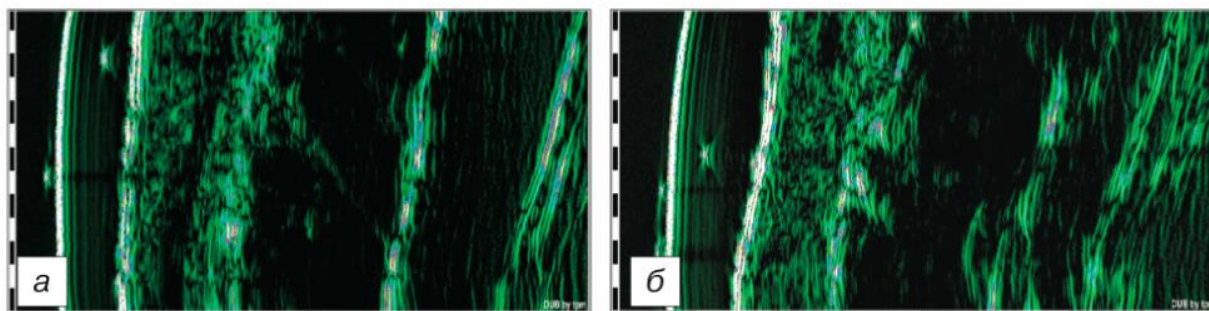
Paziente P. Risultati dell'ecografia del cheloide da ustione nella regione inguinale destra.
